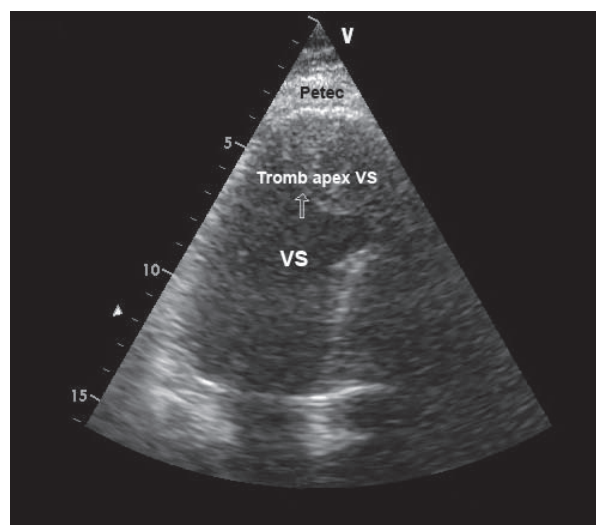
Ecocardiografie transtoracică. Prezența petecului sintetic aplicat peste apexul VS și existența unui tromb mare, intraventricular la acest nivel.
